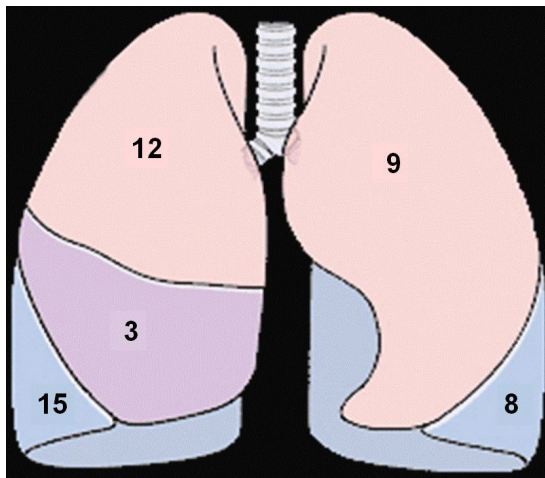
Location of pulmonary parenchymal lesions in plain radiography.
